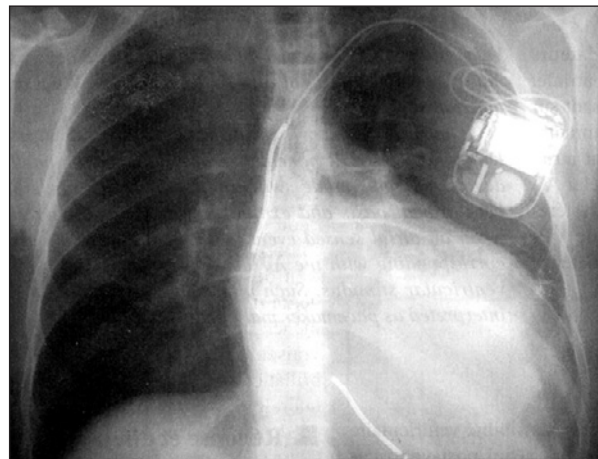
Radiografia frontal do tórax após o implante do desfibrilador bicameral *Medtronic GEM III D*.
